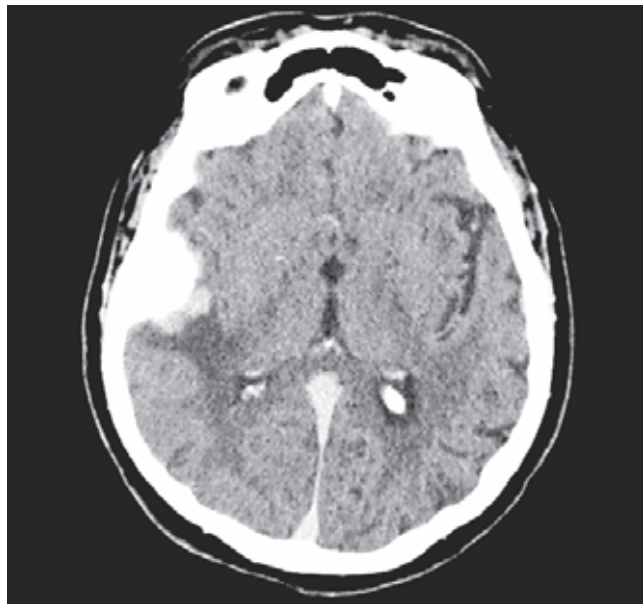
Компьютерная томограмма головного мозга (аксиальный срез на уровне III желудочка) к исходу 1 суток после окончания коронарной ангиопластики со стентированием. Сохраняется накопление контрастирующего вещества в менингиоме, контрастное усиление церебральных сосудов.
